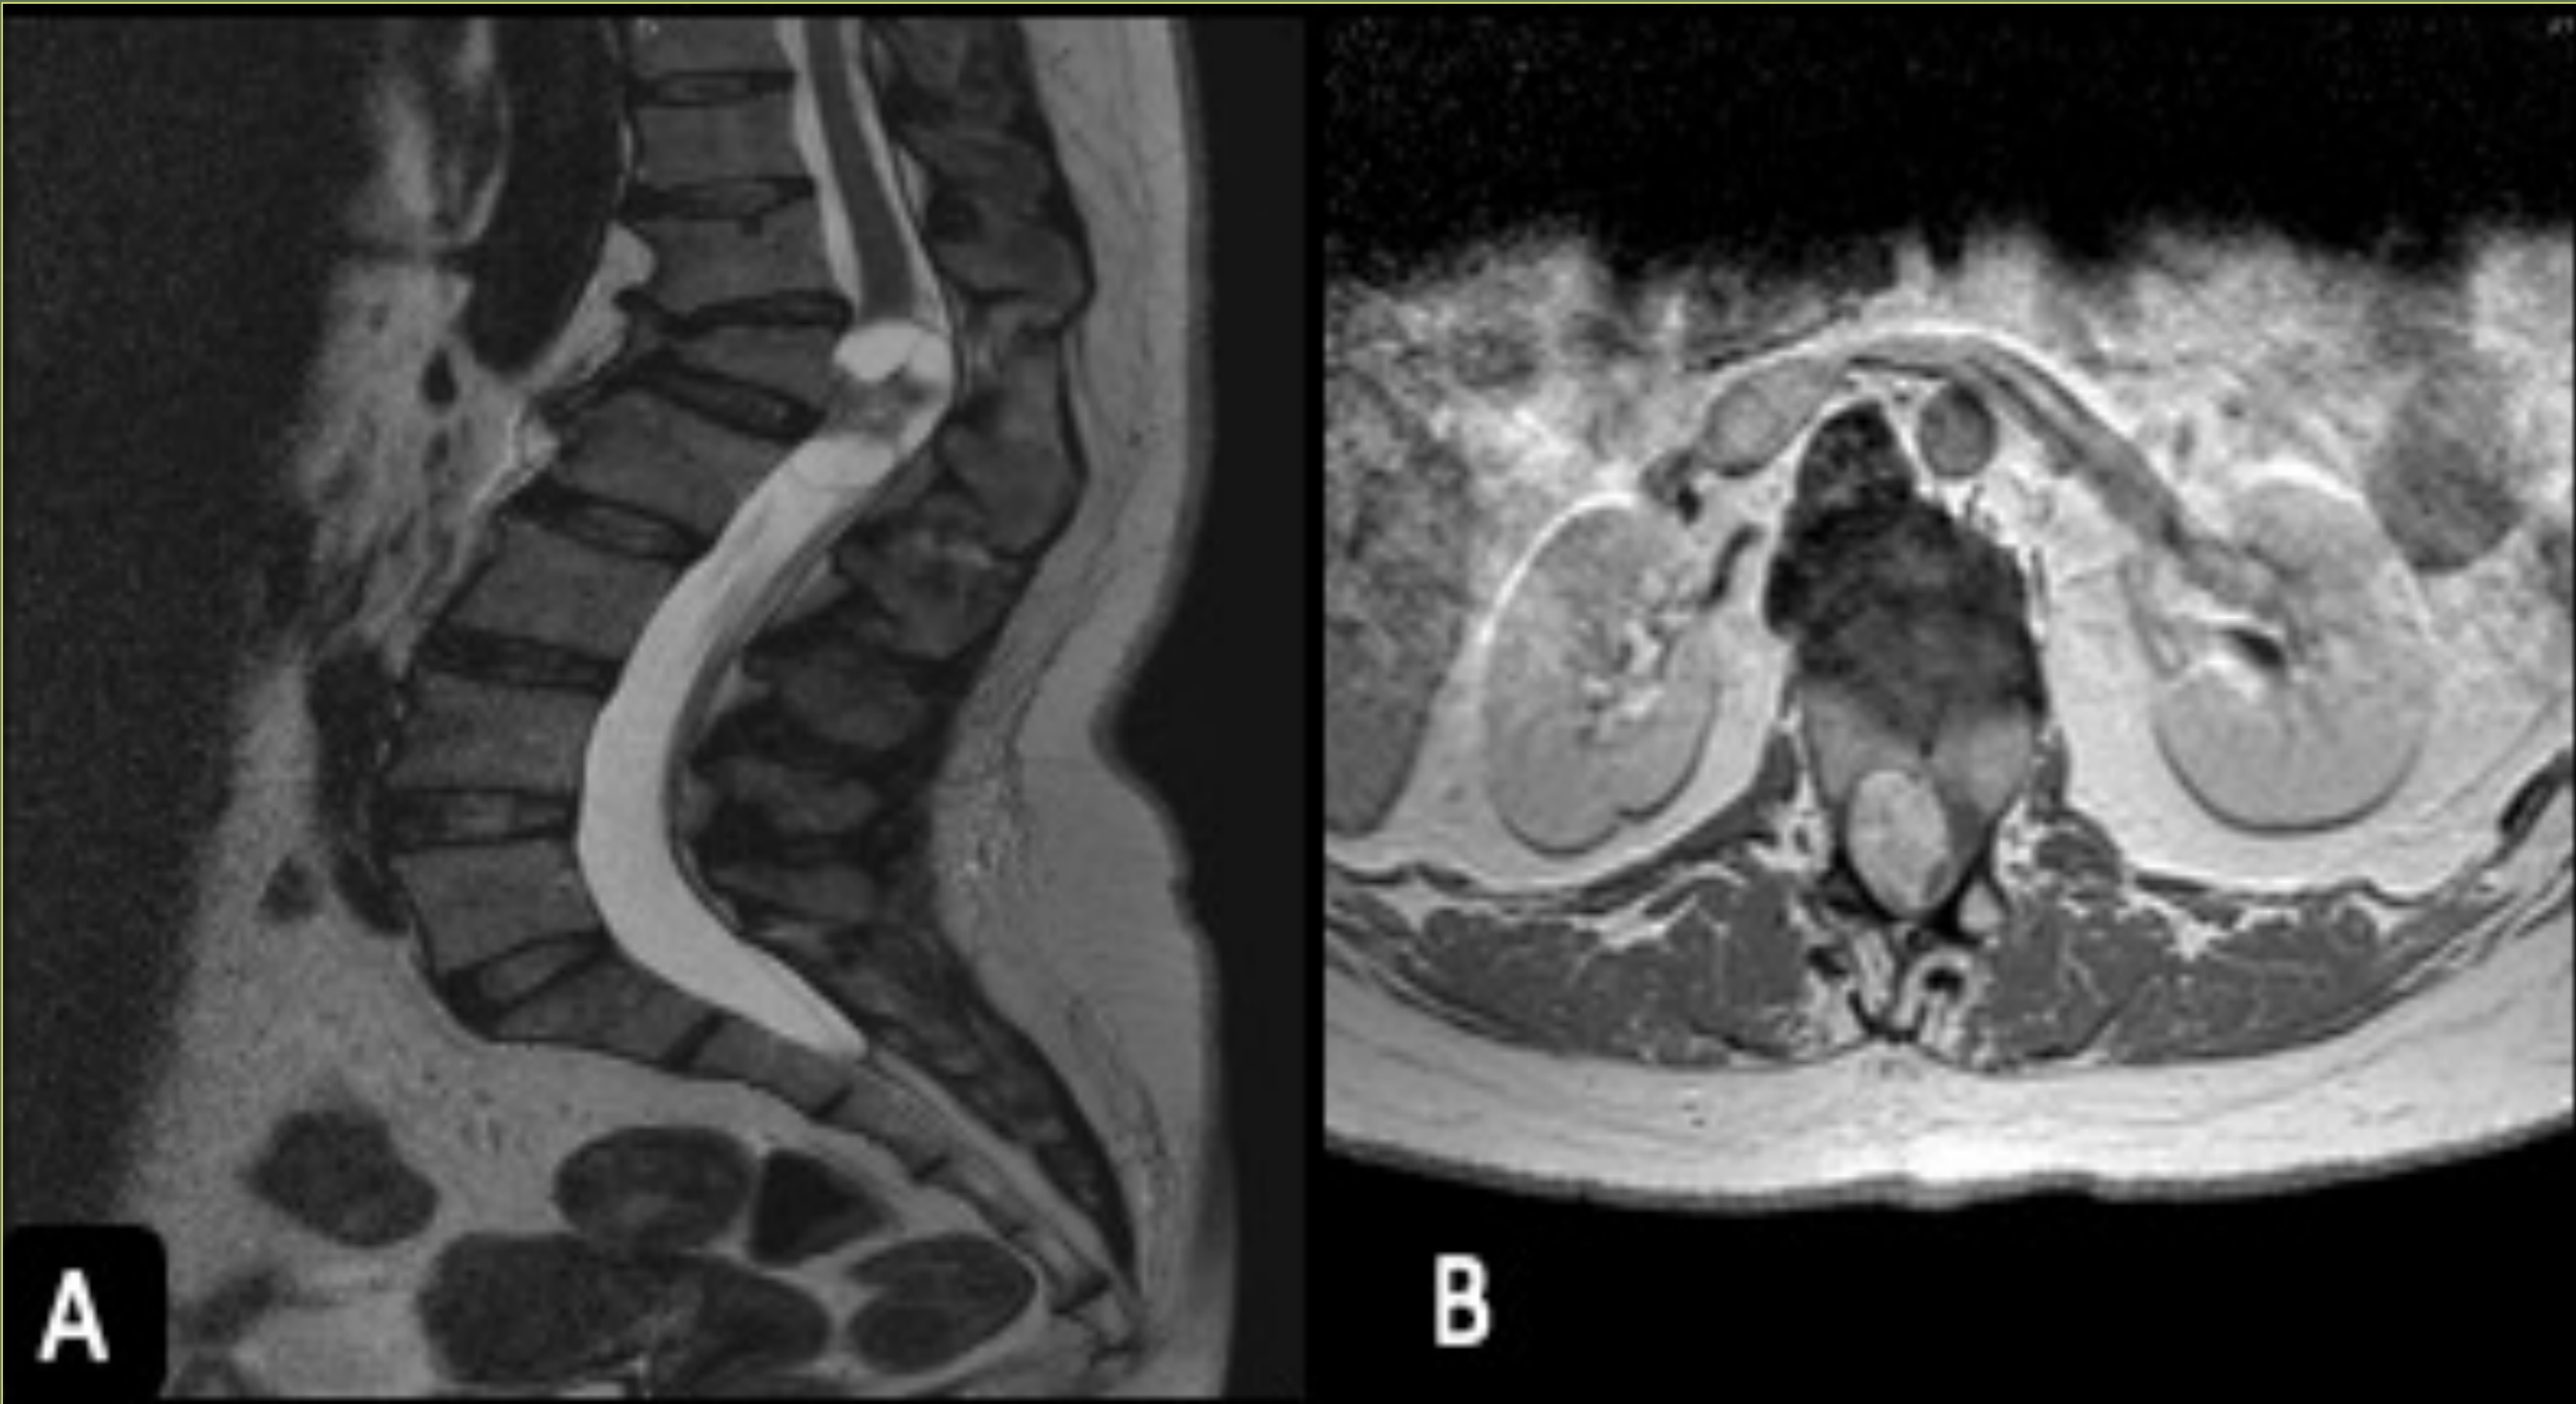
RMN Columna L-S C/C: A) Corte sagital, se evidencia tumoración heterogénea en nivel L1, B) Corte axial, se muestra compresión medular.
